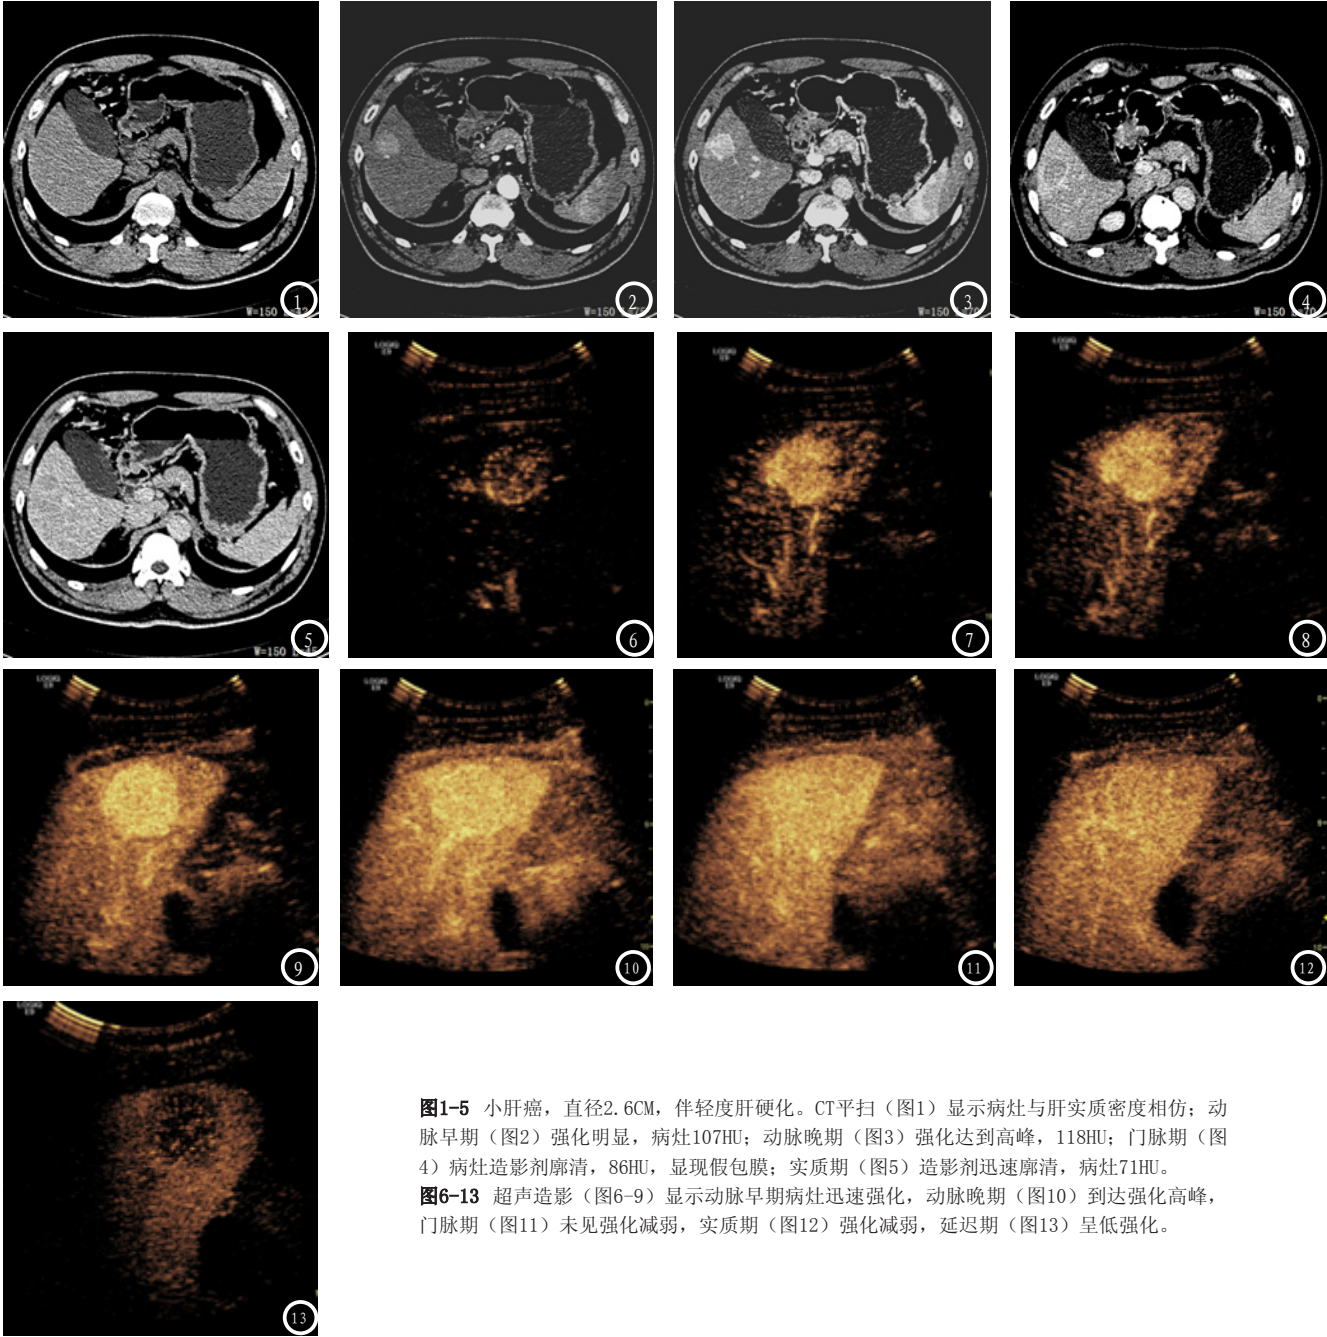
小肝癌, 直径2.6CM, 伴轻度肝硬化。CT平扫(图1)显示病灶与肝实质密度相仿; 动脉早期(图2)强化明显, 病灶107HU; 动脉晚期(图3)强化达到高峰, 118HU; 门脉期(图4)病灶造影剂廓清, 86HU, 显现假包膜; 实质期(图5)造影剂迅速廓清, 病灶71HU。
